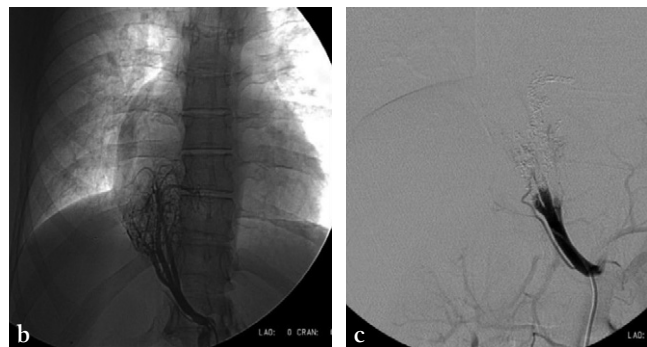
Hémoptysie de 100 mL ; une angio-TDM volumique est pratiquée.
